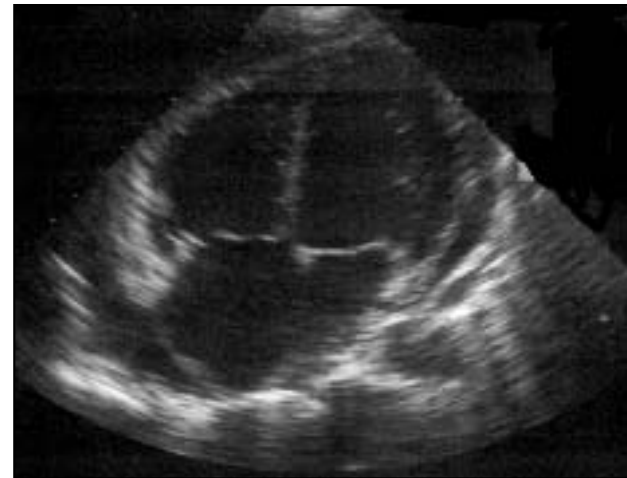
Ecocardiografia del pacient del cas clínic 2.
